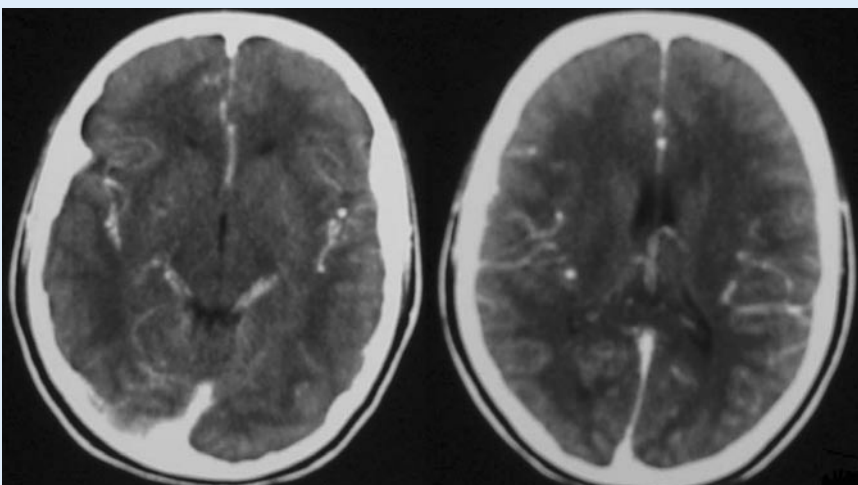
◀ CT-Schädel mit Kontrastmittel: piales Gefäßenhancement
